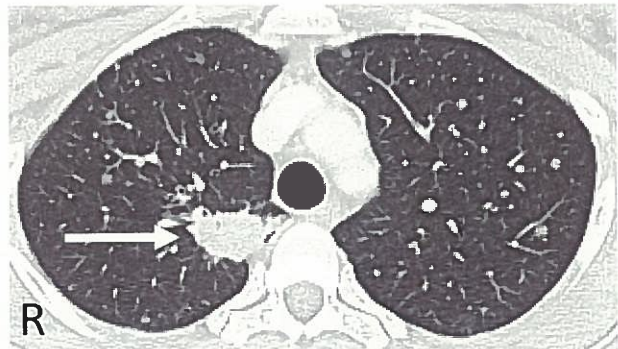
胸部単純CT：右肺に結節影を認める(矢印)
